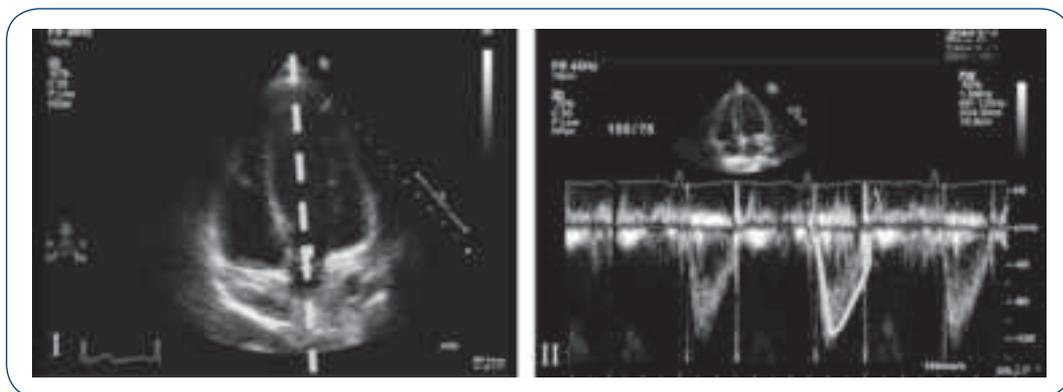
Obtenção do traçado da IVT da VSVE: I. Doppler pulsado com o cursor posicionado na VSVE, abaixo da valva aórtica; II. Traçado da IVT da VSVE.
